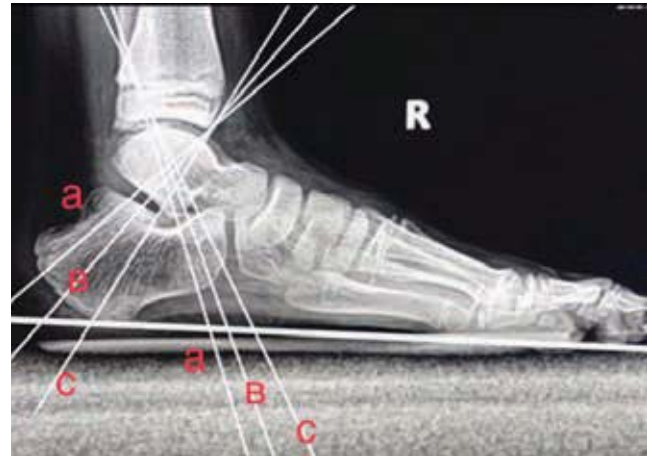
Radiograph of the foot in lateral view. Trabecular lines of the anterior and posterior calcaneus: a – posterior; b – central; c – anterior
